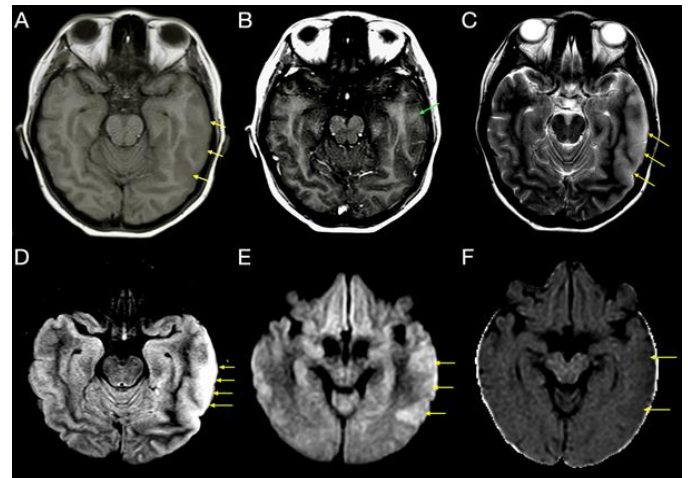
Imágenes en plano axial obtenidas en un equipo Philips Ingenia 1.5 Teslas A: Engrosamiento cortical del giro temporal medio en secuencia T1 (flecha amarilla). B: Realce cortical focal al paso de medio de contraste (flecha verde). C: Aumento en la intensidad de señal en secuencia T2 en relación con edema cortical (flechas amarillas). D: Aumento en la intensidad de señal en secuencia FLAIR (flecha amarilla). E: Zonas hiperintensas en secuencia DWI correspondientes a restricción (flechas amarillas). F: Mapa ADC con zonas hipointensas corticales (flechas amarillas) compatibles con la restricción de la difusión.
